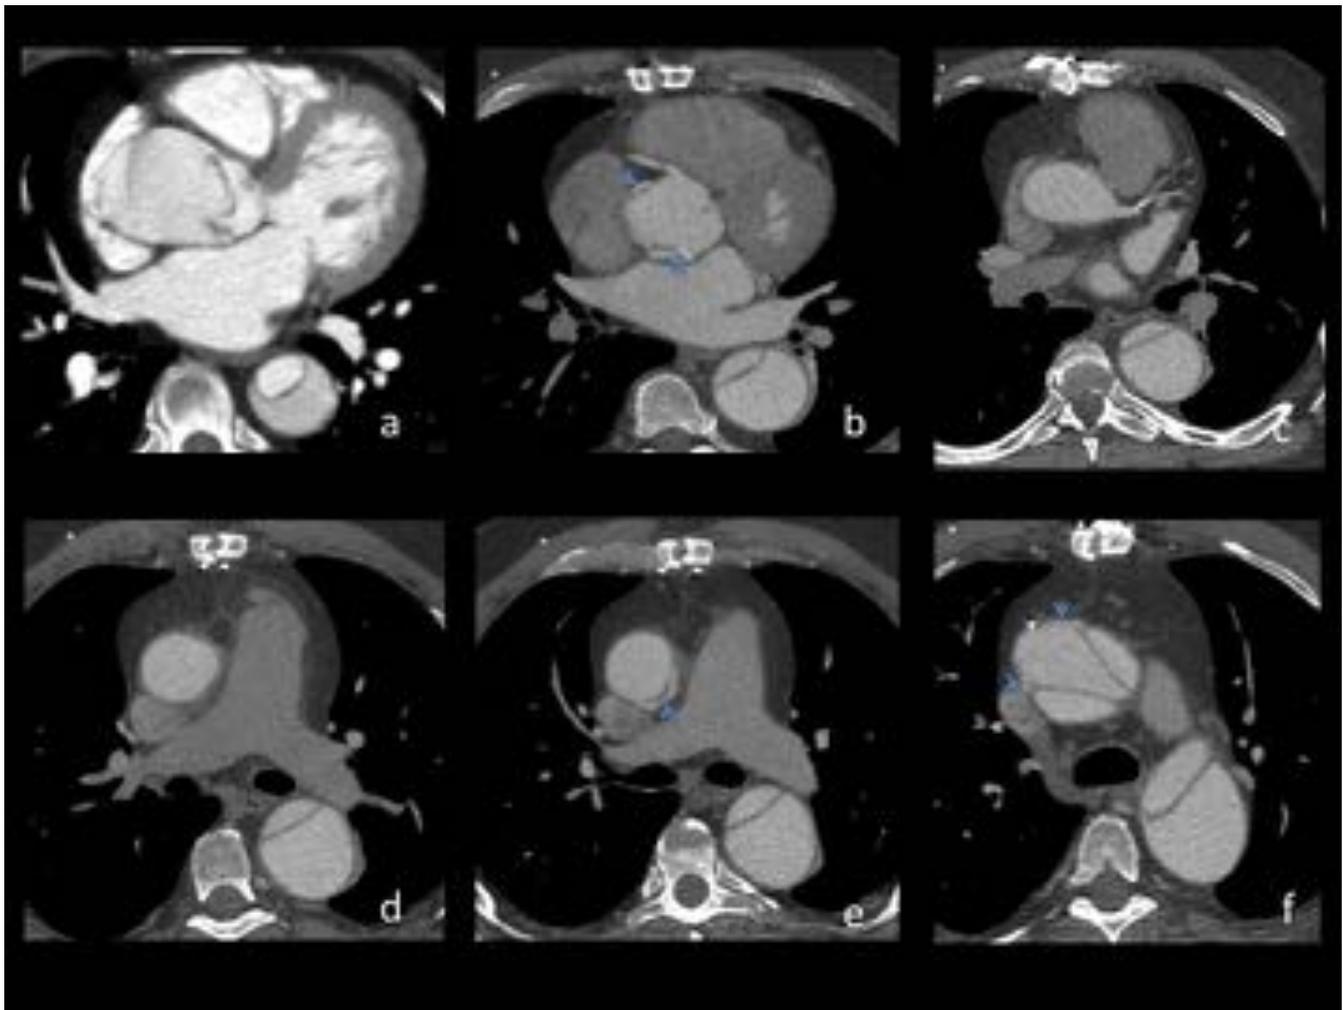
Técnica injerto supracoronario en Hombre de 53 años, (a) Estudio prequirurgico de disección de aorta tipo A contenido con puerta de entrada a nivel de la unión sinotubular. (b)TC axial con contraste, (flechas azules) indican material de sutura de la anastomosis proximal distal a los otium coronarios. (c) ostium coronario izquierdo. (d) injerto supracoronario. (d-e) suturas de la anastomosis distal y disección residual.
